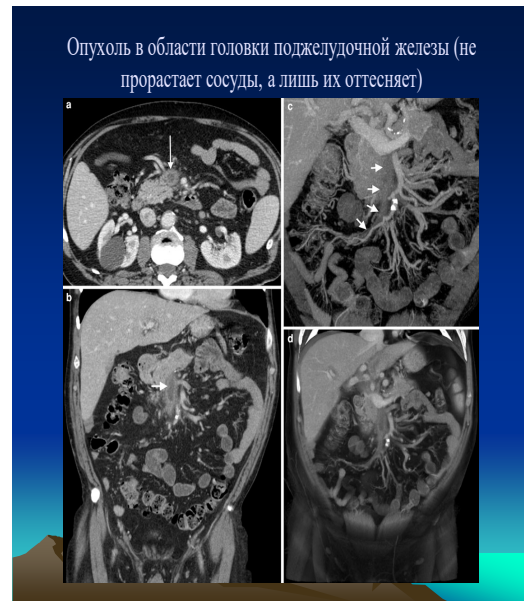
А. СКТ черевної порожнини. Корональна/сагітальна проєкції.
